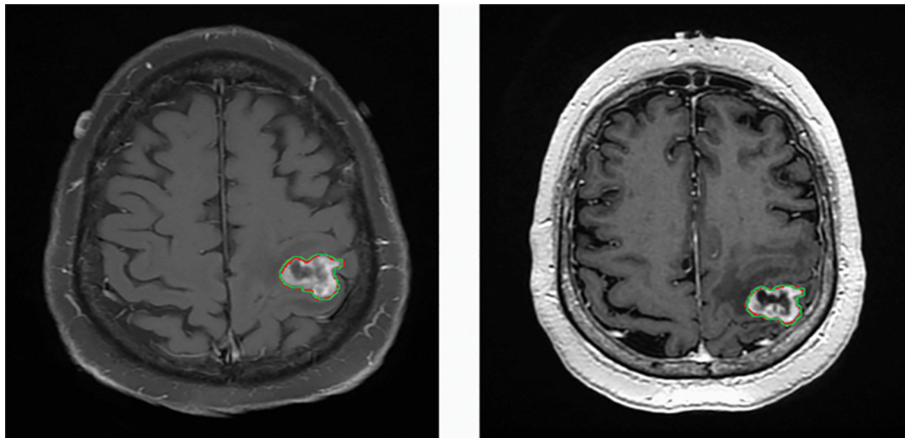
(Color online) T1-weighted post-contrast images acquired by 2-D spin echo (left) and 3-D spoiled gradient echo (right) with the two lesion segmentations shown in red and green [38].
